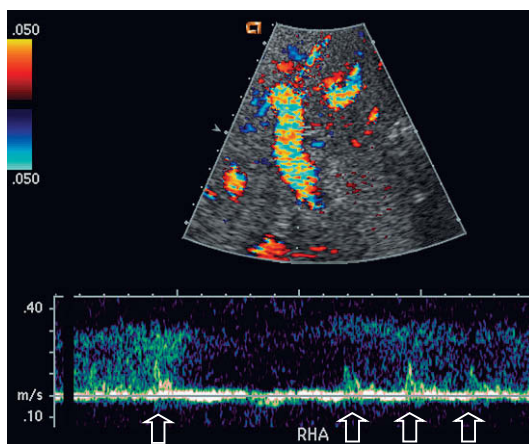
Trazado espectral Doppler del hilio hepático en el primer día del postoperatorio. La arteria hepática era muy difícil de identificar (flechas) debido a su flujo filiforme de alta resistencia, derivado de un vasoespasmo grave. Este paciente puede considerarse candidato a contraste ecográfico o a una prueba provocadora con agentes vasodilatadores para confirmar con fiabilidad la permeabilidad de la arteria.
